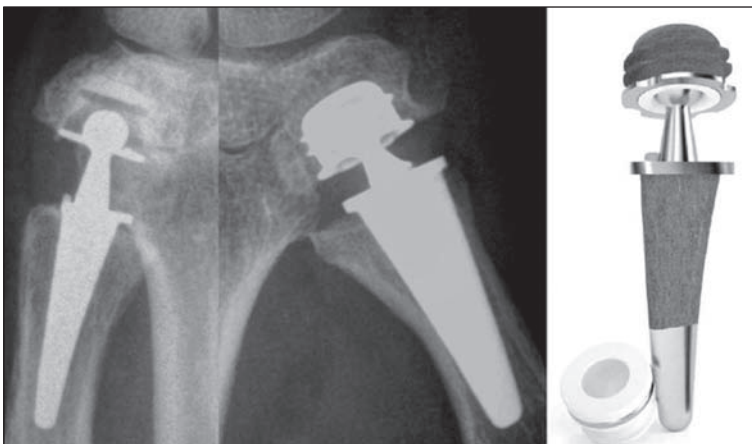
Aspect radiographique d'une prothèse Isis : à gauche cimentée, à droite sans ciment.
